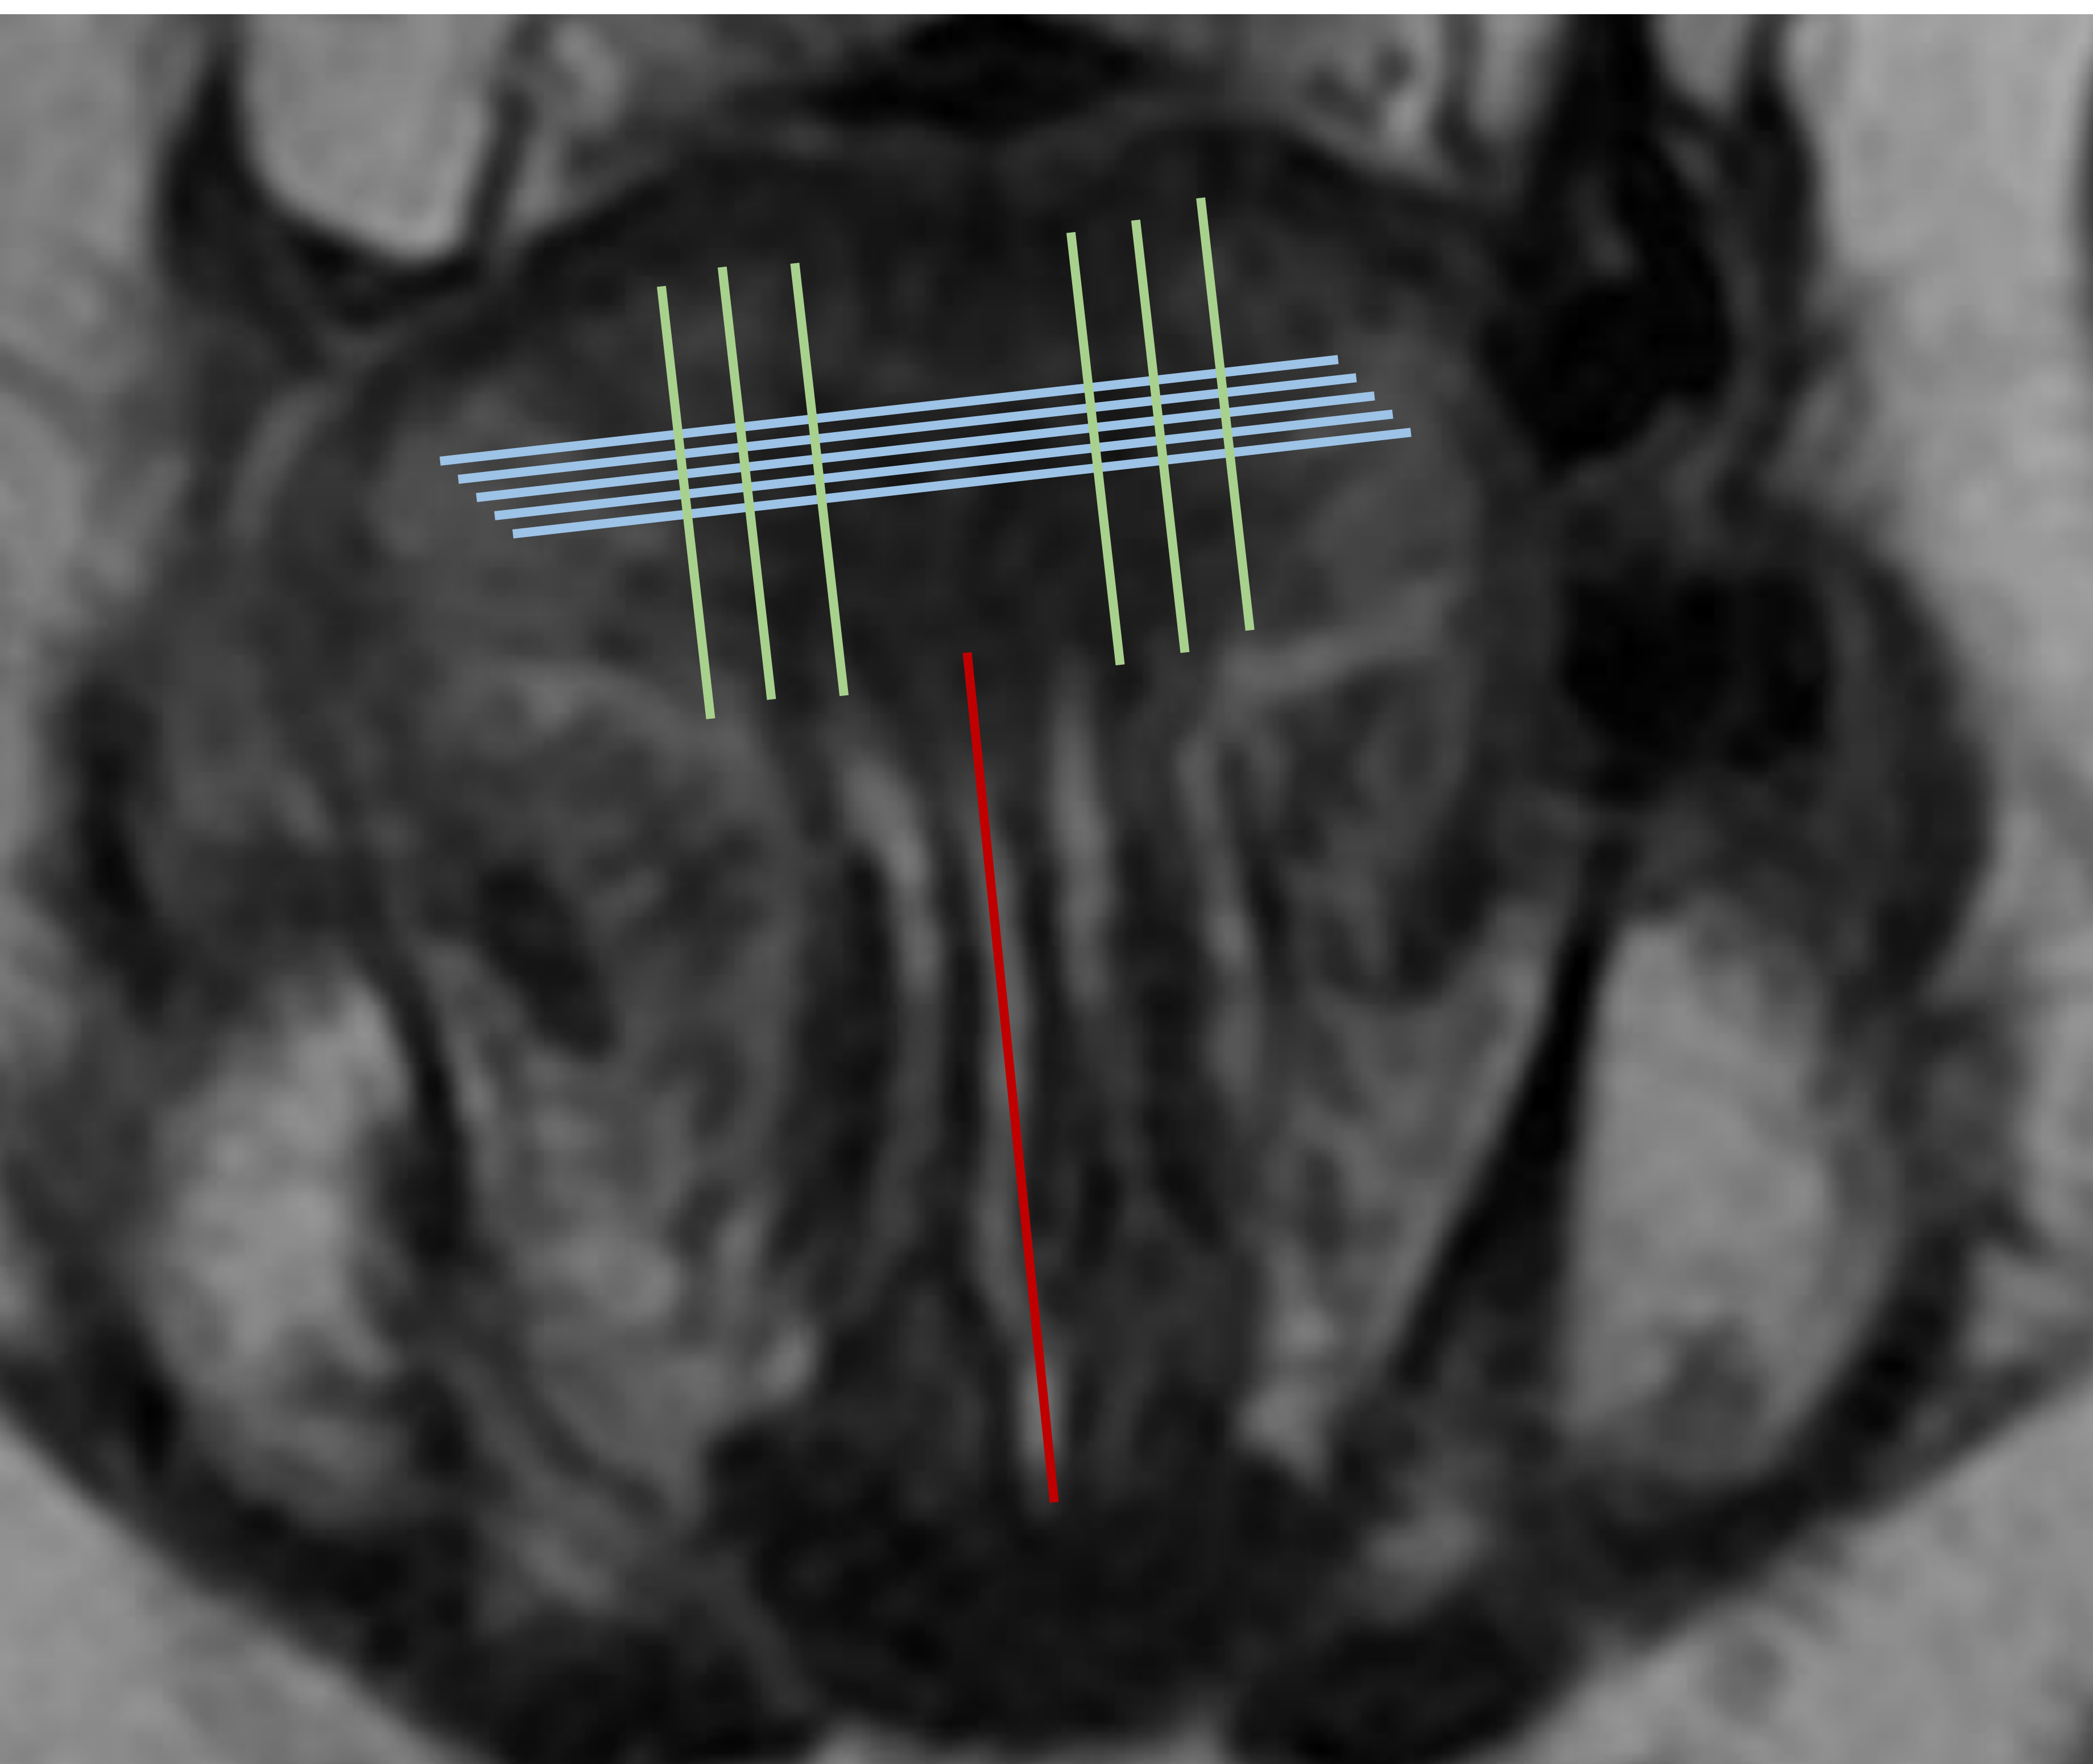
RM coronal T2 (izquierda) y sagital T1 (derecha) que muestran la musculatura intrínseca de la lengua: septo lingual (línea roja vertical), m. transverso (líneas azules), m. vertical (líneas verdes) y m. longitudinales superior e inferior (líneas naranjas y amarillas respectivamente)
